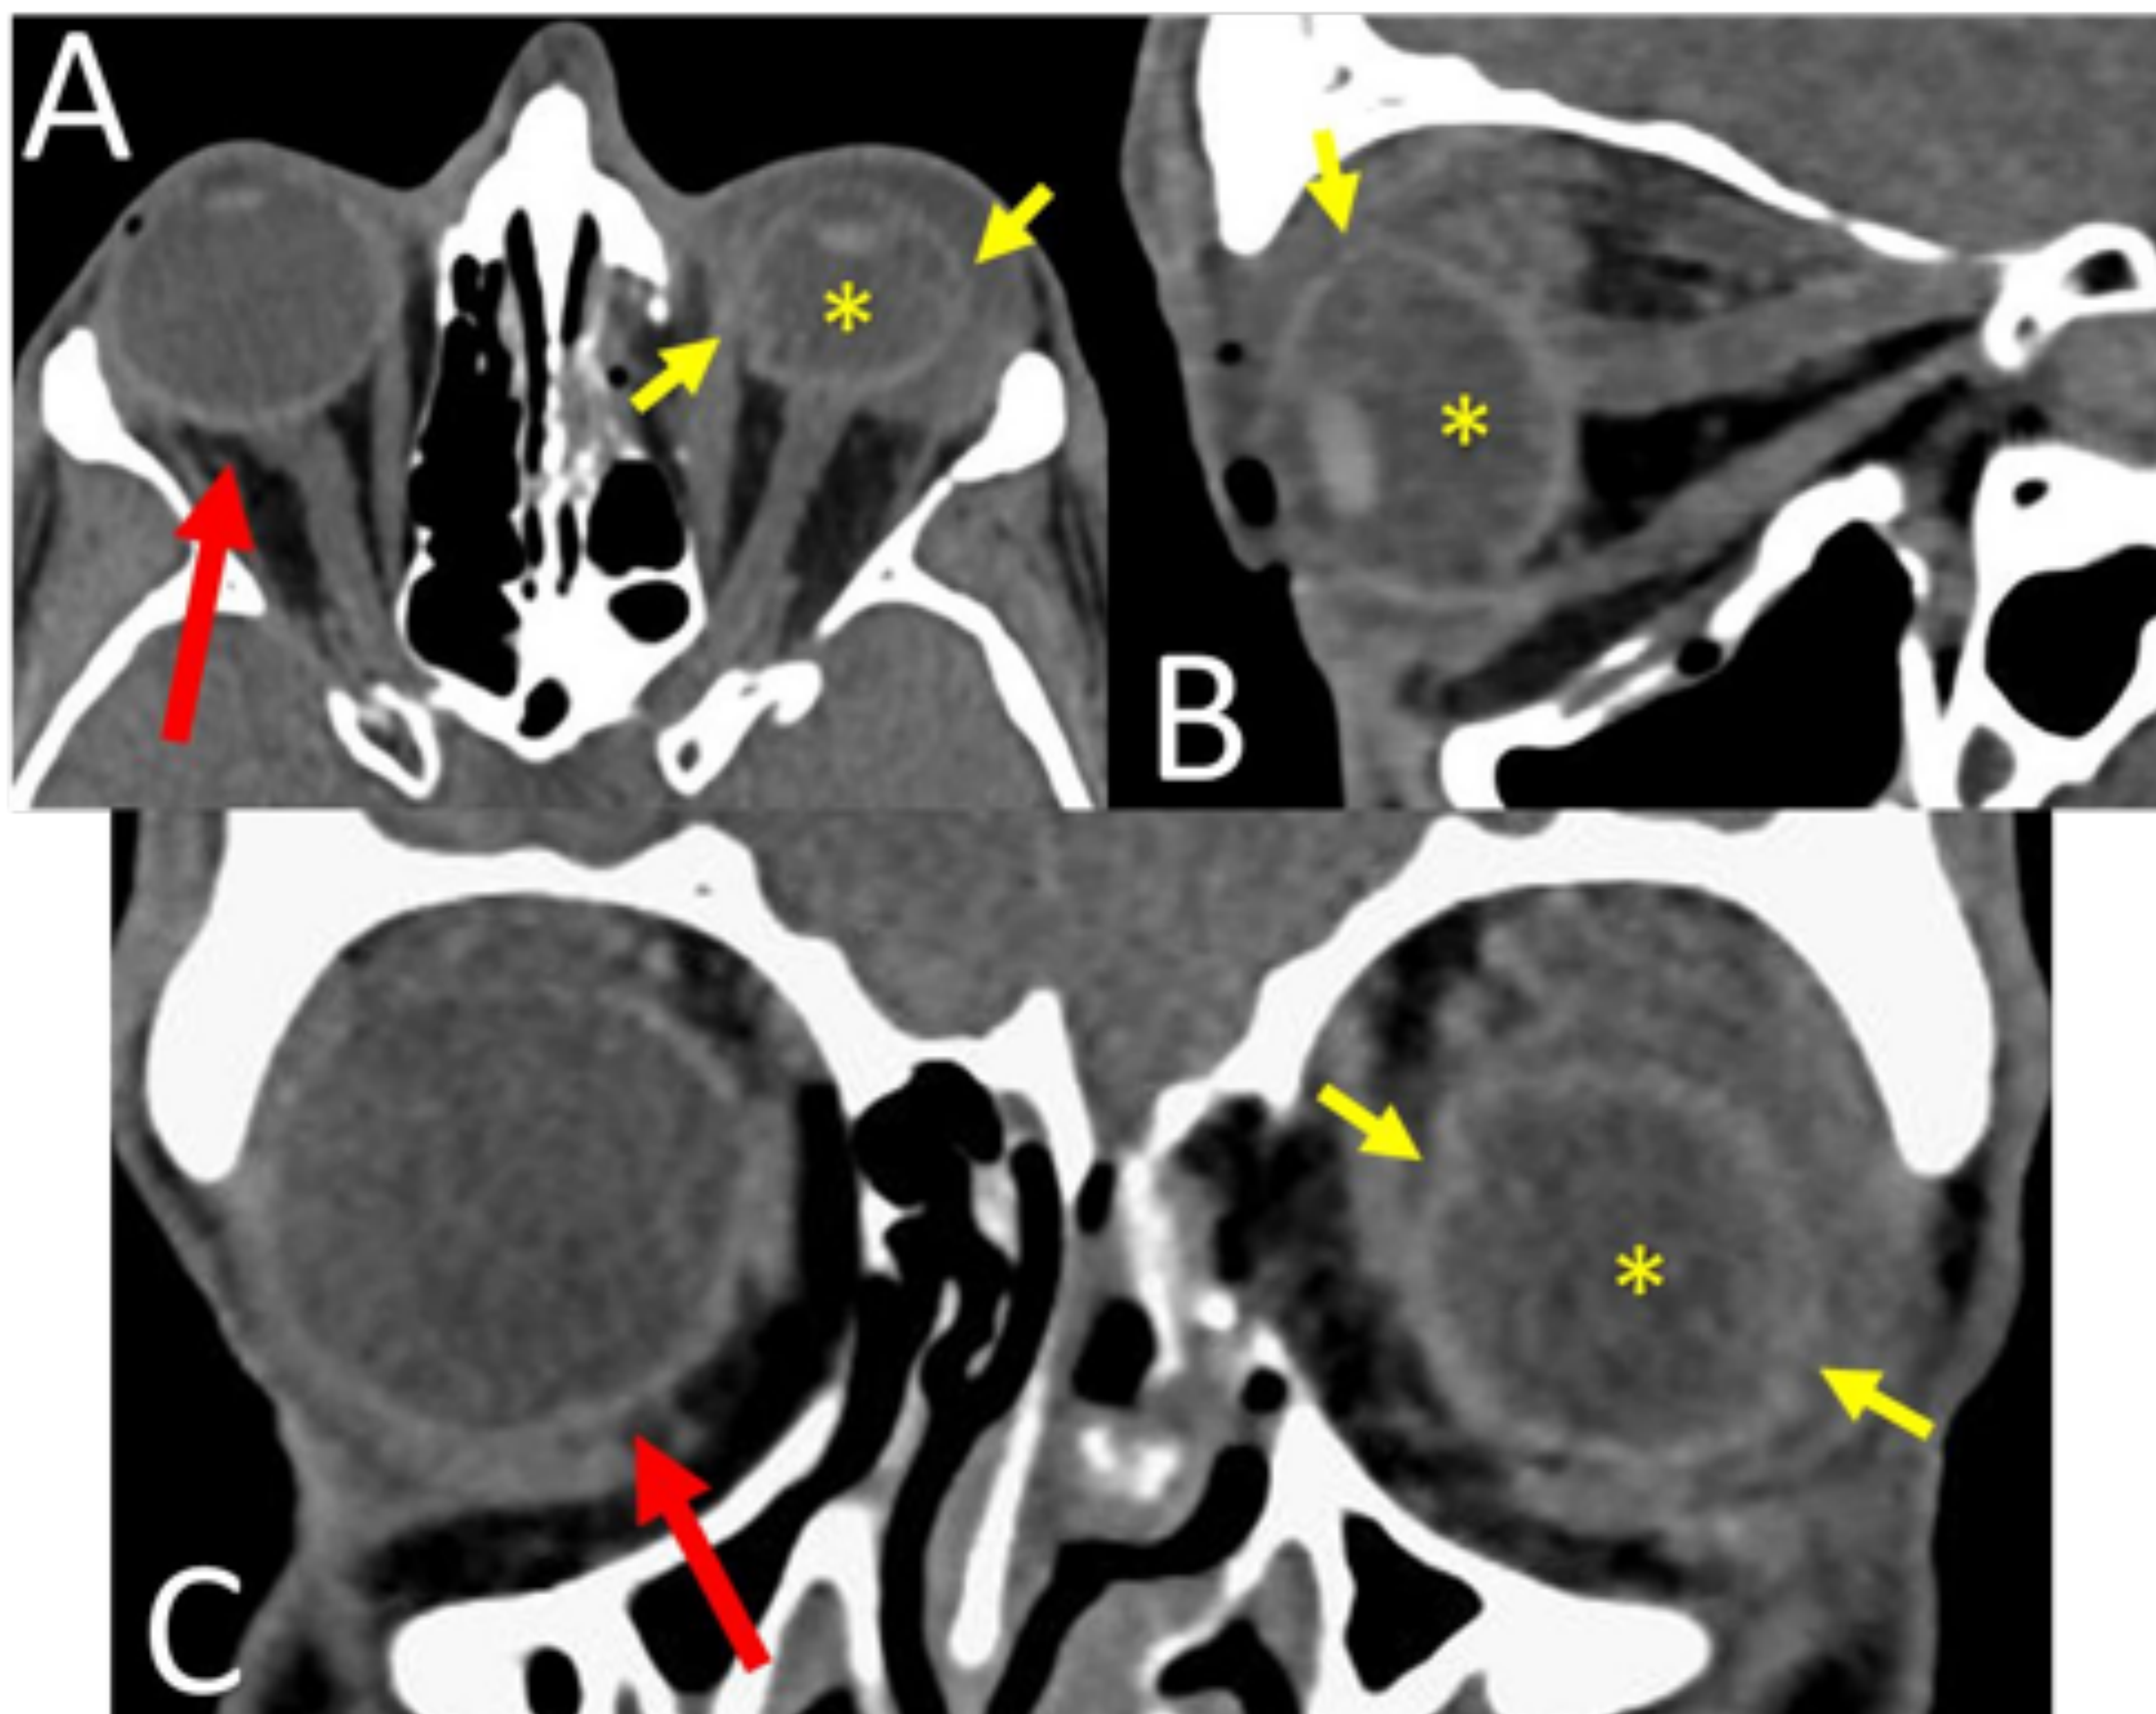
rotura del globo ocular. A, B y C: TC axial, sagital y coronal, que muestra una pérdida de volumen del globo ocular y una alteración de su morfología del globo ocular izquierdo (asterisco). Además se observa solución de continuidad en la esclera (flechas amarillas). Hay un aumento de partes blandas alrededor del globo ocular, que probablemente corresponda a hematoma/edema/extrusión de material ocular. Nótese el aspecto normal del globo ocular derecho.
